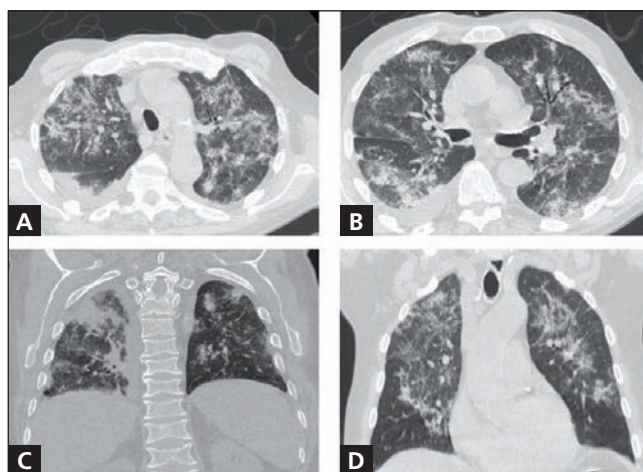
(A–D) – HRCT pattern of bilateral COVID-19 pneumonia of the patient. Bilateral and multifocal ground glass findings predominantly localized in all pulmonary lobes; basal sub-pleural fibrotic striae in both lungs; bilateral pulmonary interstitial thickenings; consolidations in the posterior-basal segments of right and left lower lobes and right pleural effusion.
